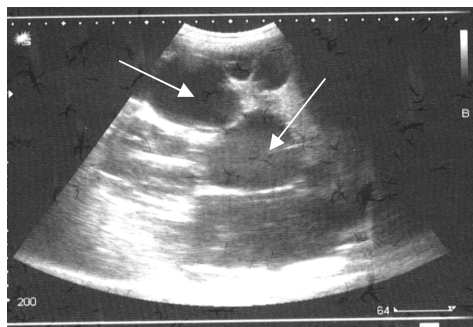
Ecografia ficatului. Săgețile indică cavitățile chistice intrahepatice.
